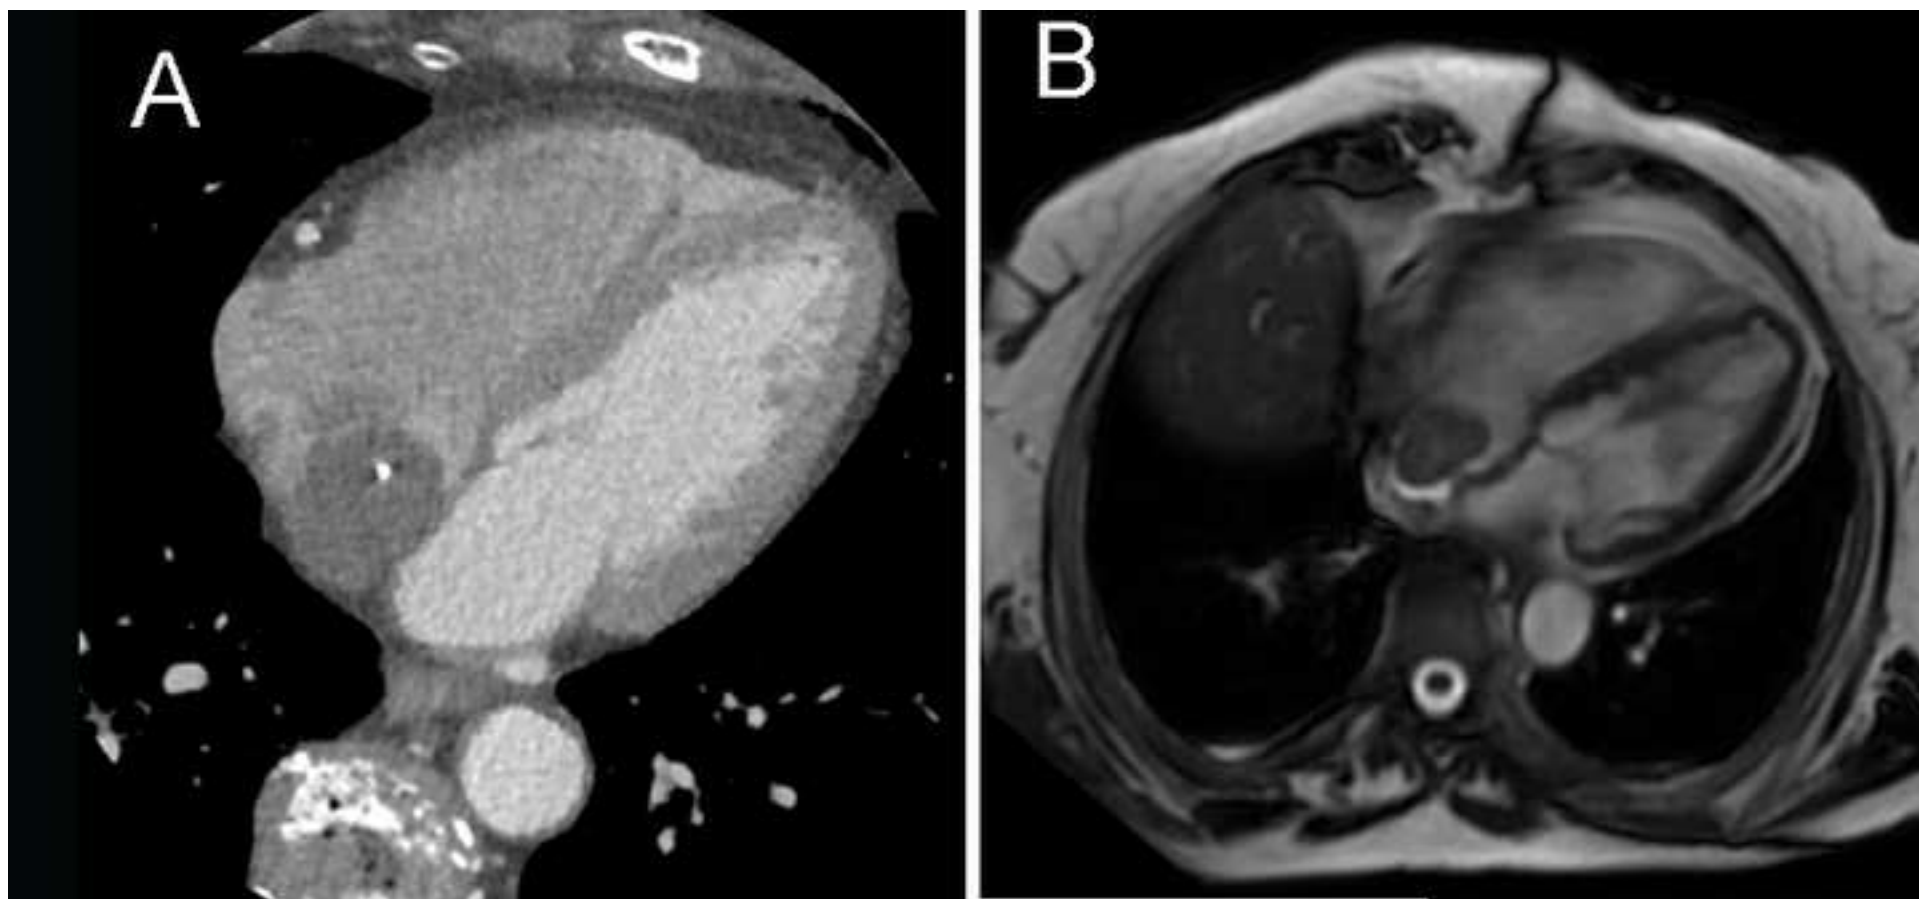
A. Tomografía computarizada. B. Resonancia magnética nuclear. Se aprecia masa auricular derecha, redondeada, no capta contraste, se asienta sobre el septo interauricular y presenta calcificaciones.
